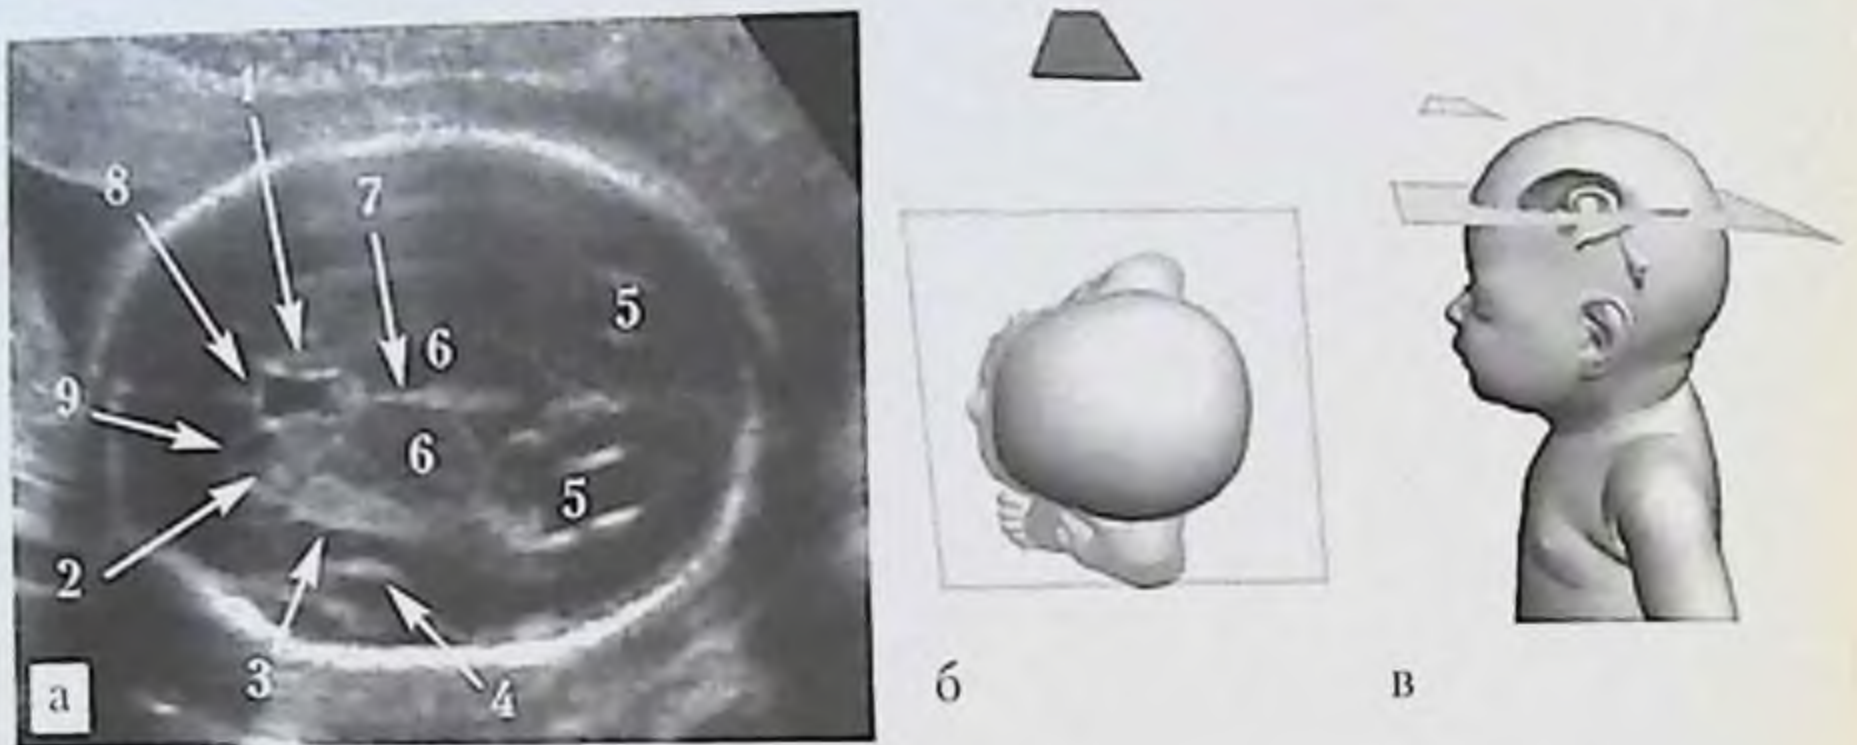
УЗИ головы плода, поперечная плоскость на уровне ядер четверохолмия: а — эхограмма головы плода на сроке 22 нед (трансабдоминальный доступ со стороны правой теменной кости). 1 — полость прозрачной перегородки, 2 — хвостатое ядро, 3 — чечевичкообразное ядро, 4 — островковая доля, 5 — преддверия боковых желудочков, 6 — таламусы, 7 — III желудочек, 8 — мозолистое тело, 9 — лобный рог бокового желудочка; б, в — схемы расположения датчика, головы плода и ориентации плоскости сканирования.
